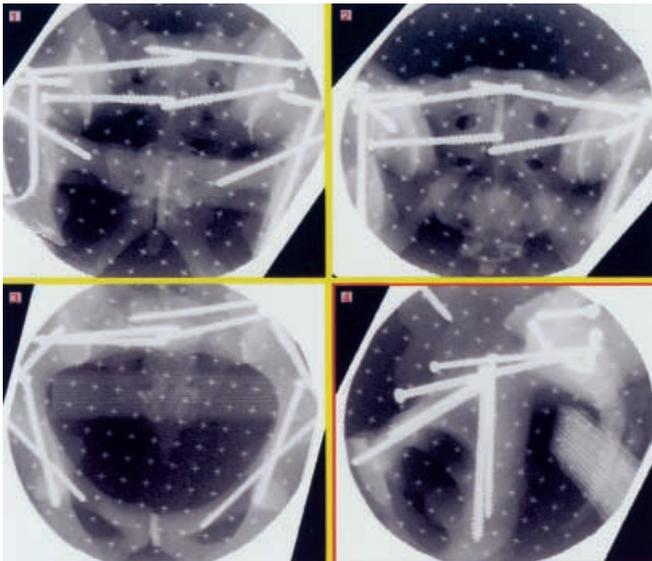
▲ Röntgenkontrolle nach Besetzung aller Schrauben, Röntgenkontrolle in a.-p., Inlet, Outlet sowie Obturator zeigt die korrekte Positionierung der eingebrachten Schrauben
